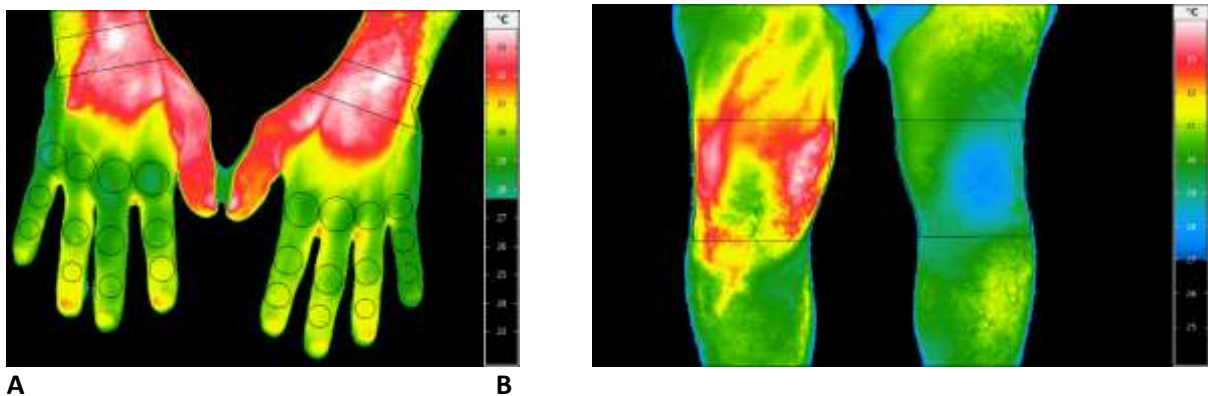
Beispiele für thermografisch detektierte Arthritiden bei A. beiden Handgelenken und Daumen eines Patienten mit aktiver Psoriasisarthritis und B. dem rechten Knie eines Patienten mit seronegativer, anti-CCP-negativer Oligoarthritis. Hohe entzündliche Aktivität wurde durch Gelenksonographie bestätigt.
